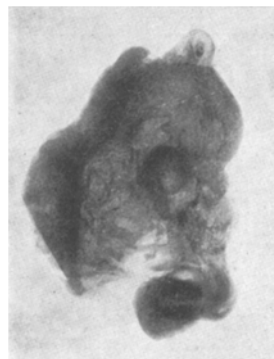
Röntgenbild eines submukösen Knochenknorpelstückes im Corpus uteri von Herrn Dr. *Stade* (Essen). Natürl. Größe.
